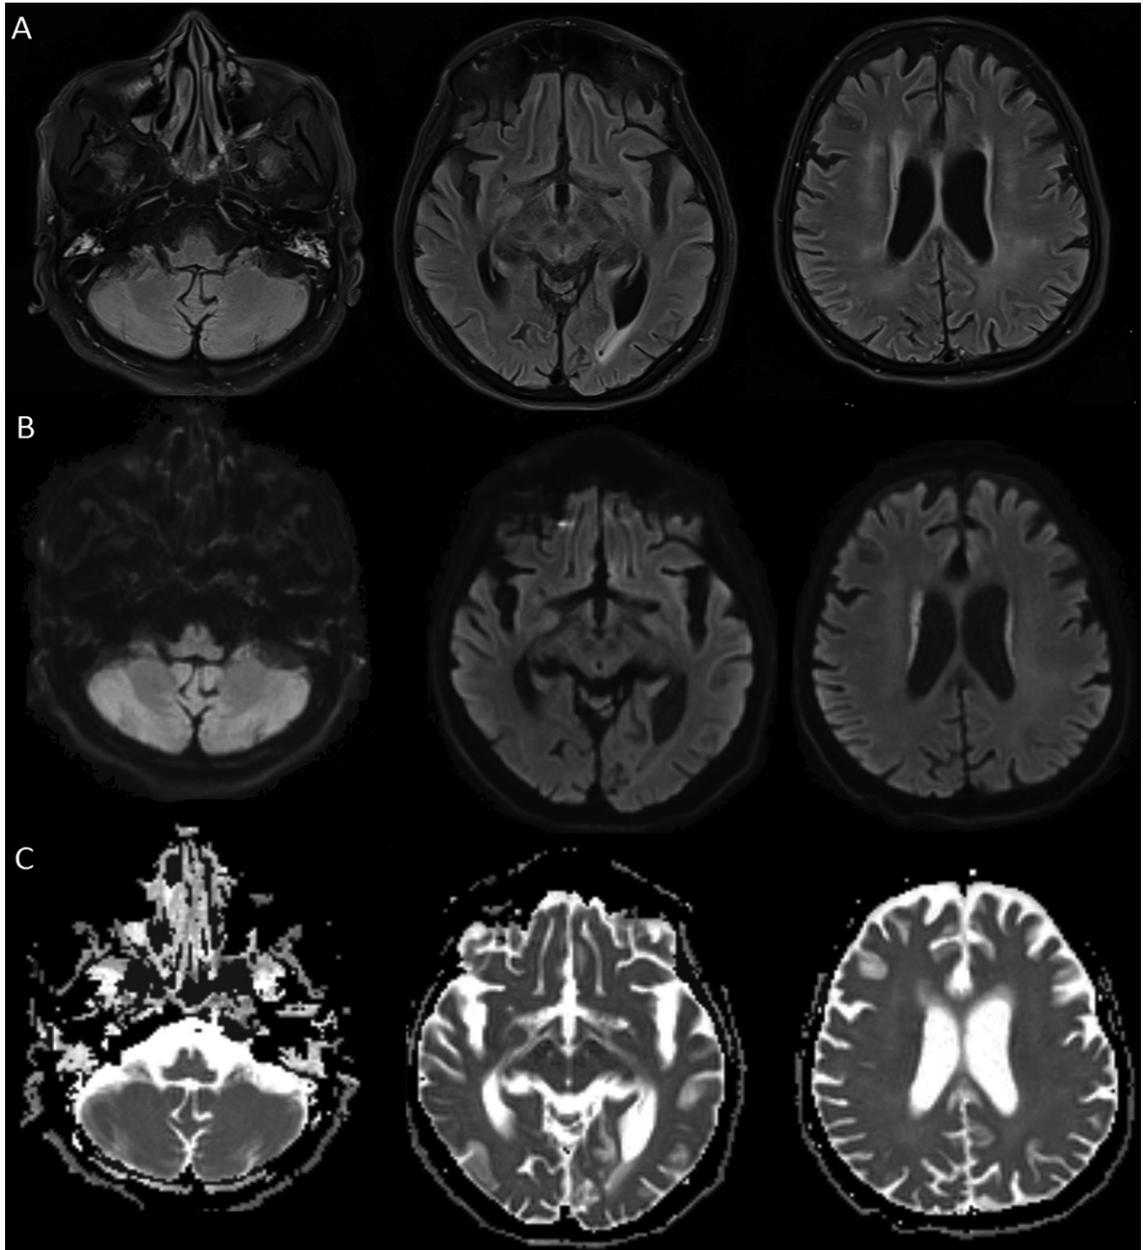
Resonancia magnética de cerebro treinta días después. A) secuencia FLAIR: Atrfia cerebral, con significativo aumento de la señal en los núcleos de la base, en distintas áreas de la corteza cerebral y cerebelosa, también periventricular. B) secuencia DWI: Desaparición del aumento de señal en la sustancia blanca, observándose un definido adelgazamiento del cuerpo calloso. C) secuencia ADC: La sustancia blanca se ve conservada.
